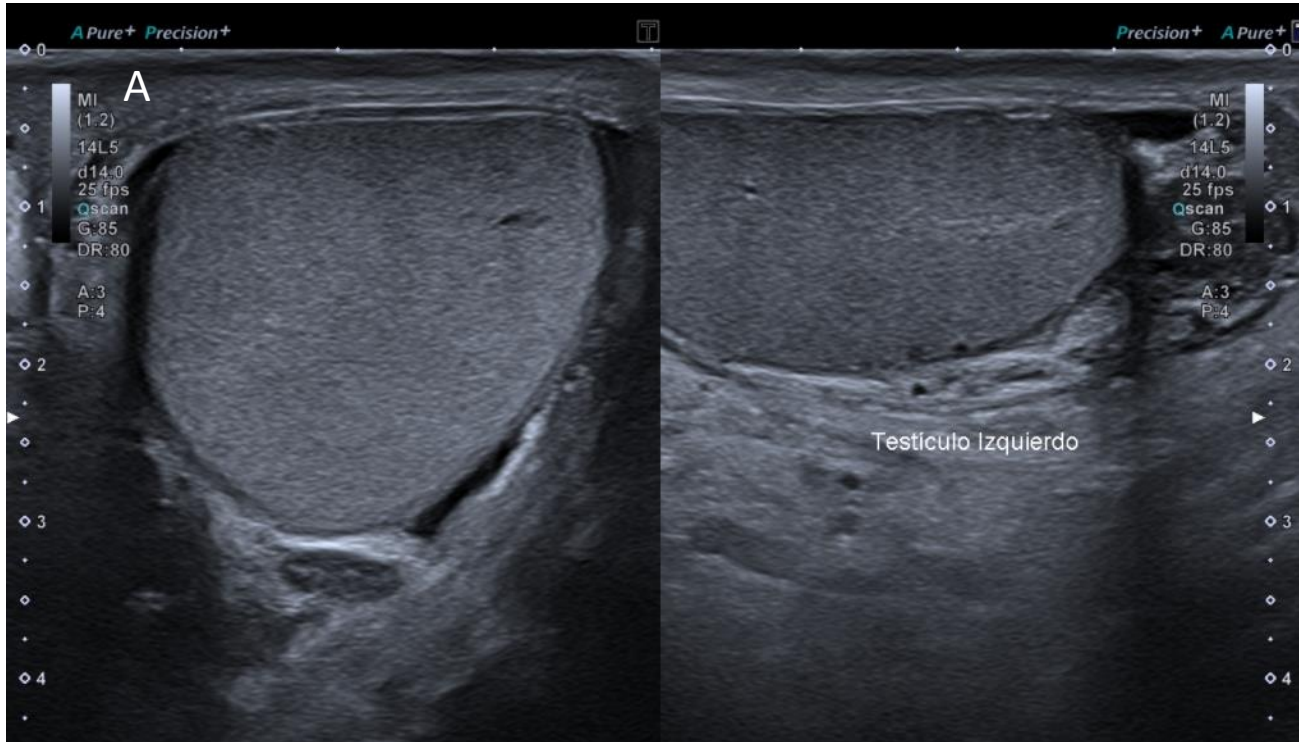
ecografía normal: A testículo izquierdo con adecuada ecogenicidad , tamaño y morfología. B) cordón espermático liso.
